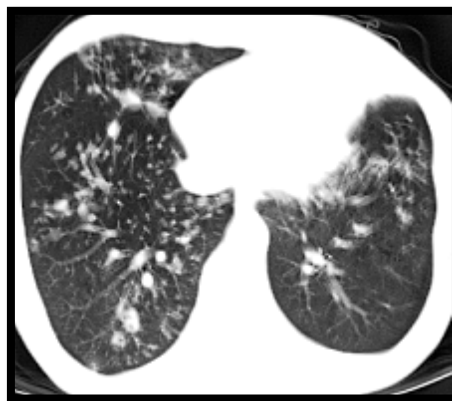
TDM thoracique en coupe axiale, fenêtre parenchymateuse :
